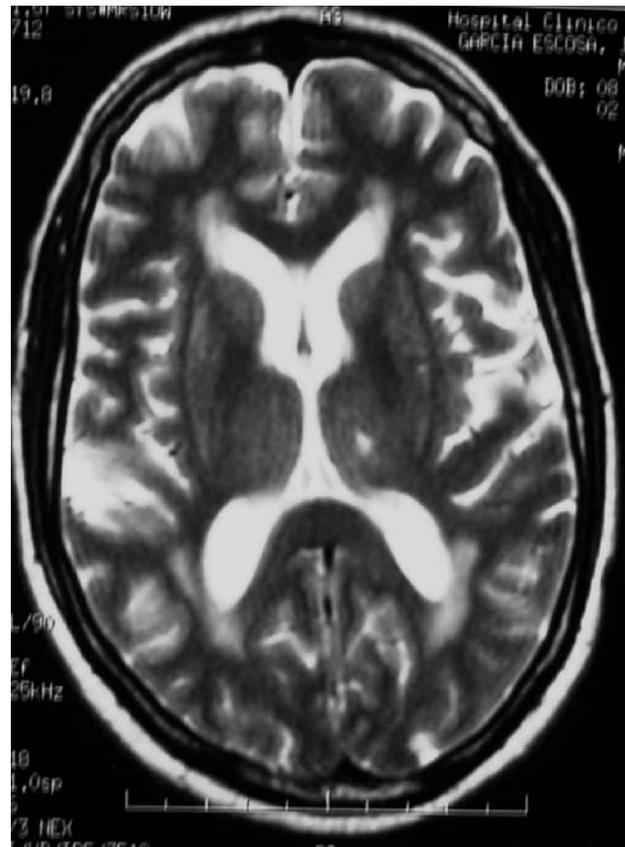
Caso 2. Resonancia magnética cerebral que demuestra la existencia de infarto lacunar en tálamo izquierdo.
